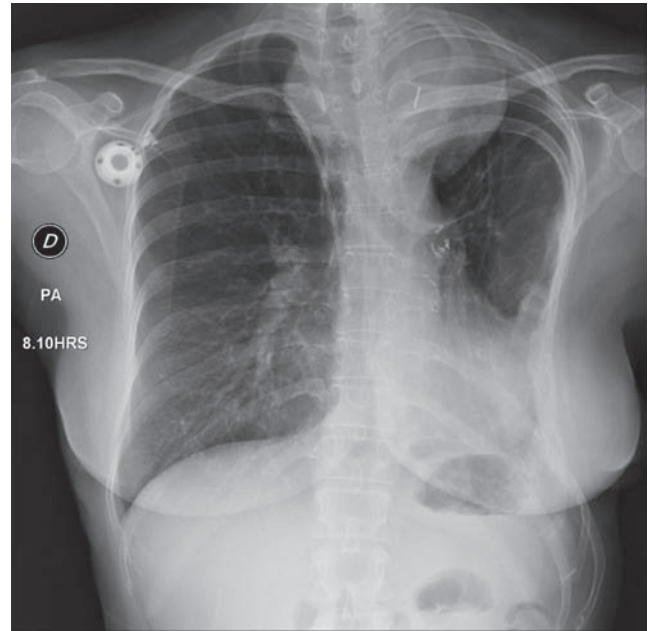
Radiografía de tórax donde se identifica un tumor en el mediastino superior que desplaza la tráquea. Hay derrame pleural izquierdo.
